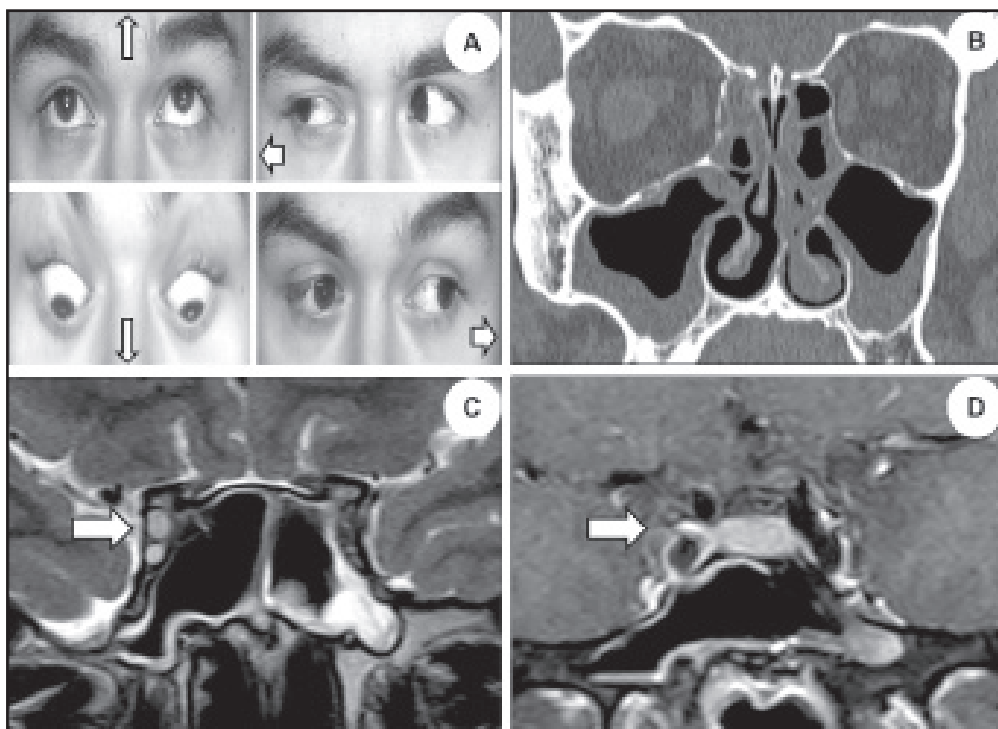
Imágenes representativas del paciente. A. Oculomotilidad extrínseca en una de las recaídas del paciente, con ptosis y oftalmoparesia vertical y horizontal parcial derecha. B. TAC de cavidades paranasales que muestra extensa pansinusitis. C. Secuencia T2 en RM que muestra compromiso inflamatorio de los nervios III, IV, V2 y VI derechos D. Secuencia T1 en RM que muestra captación homogénea de gadolinio en el seno cavernoso derecho.
